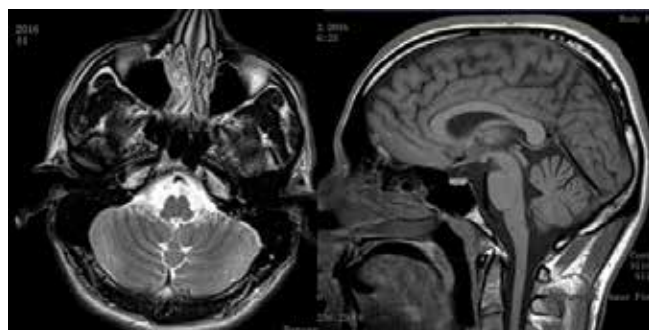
МРТ головного мозга: на аксиальных и сагиттальных срезах вещество мозжечка интактно.
